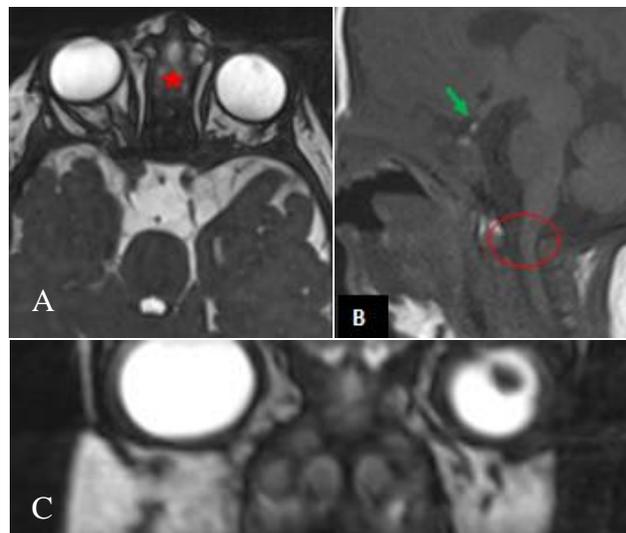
IRM du nouveau-né réalisée à J20 de vie
